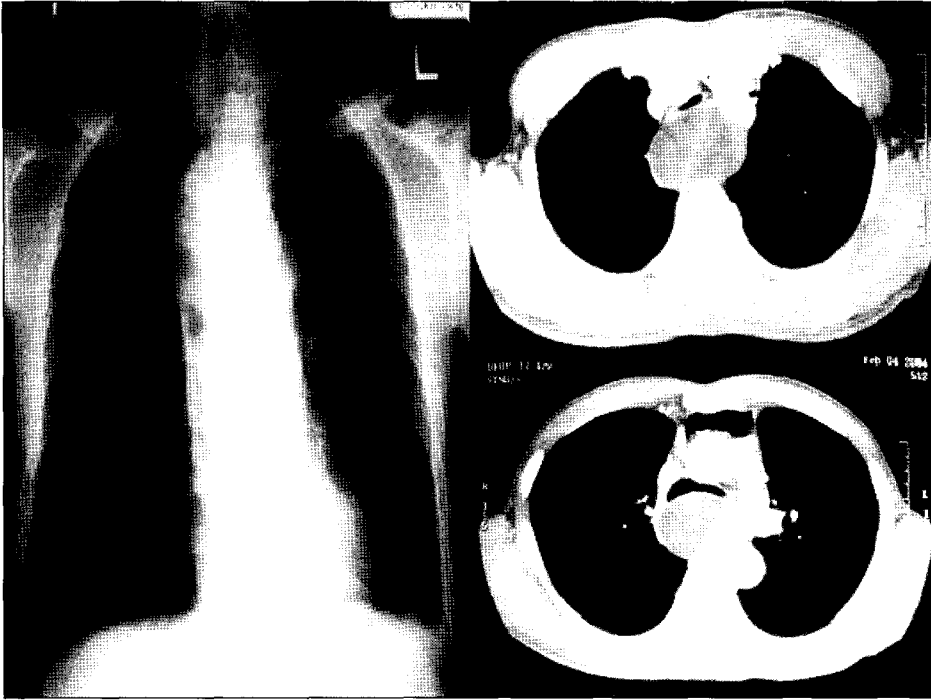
Chest X-ray and CT shows that there is large mediastinal tumor compress trachea.
